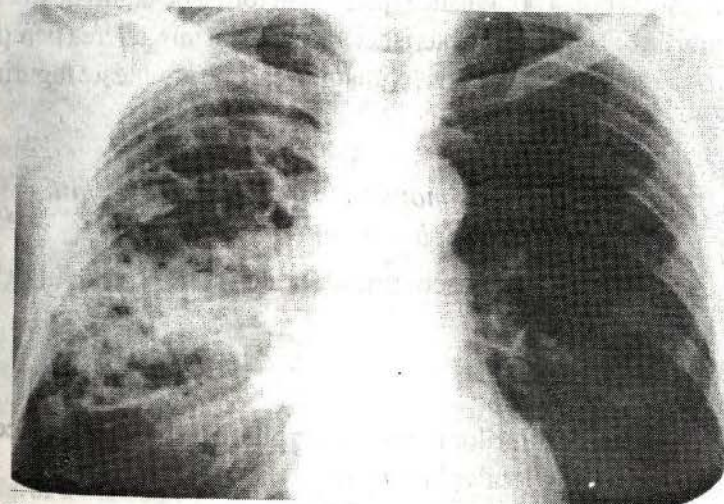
Radiografia de ansamblu a organelor cutiei toracice. Pe dreapta date radiologice de ciroză și bronșectazii (deformarea desenului pulmonar).
